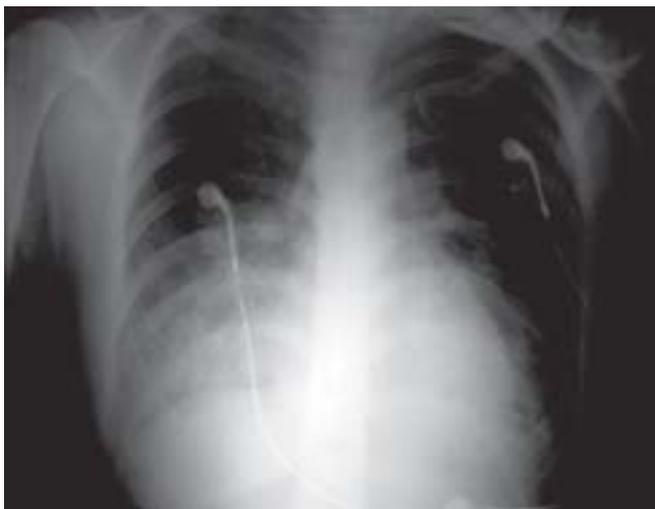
Radiografia de Tórax Realizada 6 Horas após o Início dos Sintomas. Demonstra opacidades alveolares nos lobos inferiores, aspecto melhorado em relação ao exame anterior.
